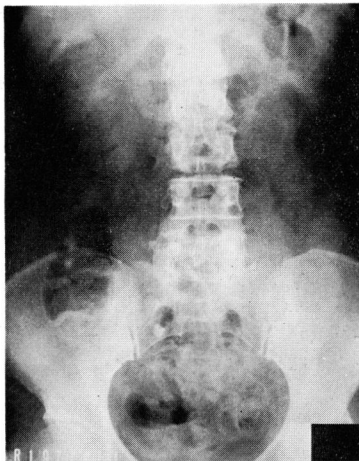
腎膀胱部単純写真で第V腰椎右横突起および右仙腸関節付近に石灰化陰影が認められる。
